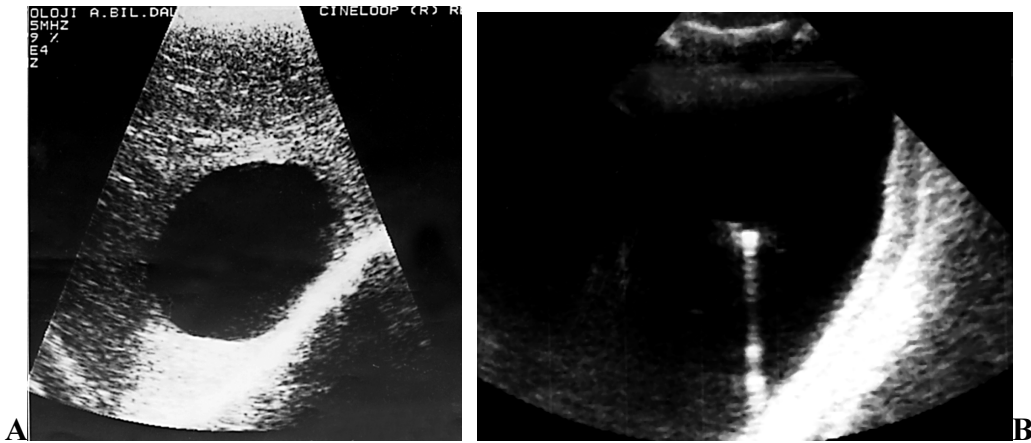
Karaciğer apsesinin perkütan drenajı. A. BT, B. US görünümü. US'de kateter hiperekojen görülüyor.
